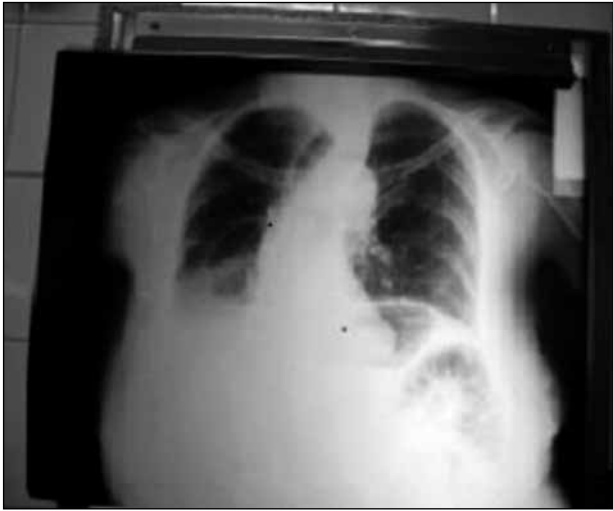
Radiografía de Tórax y Abdomen: Condensación en Base Pulmonar derecha. Niveles Hidroaéreos en cuadrante superior izquierdo. Archivo del Autor.
